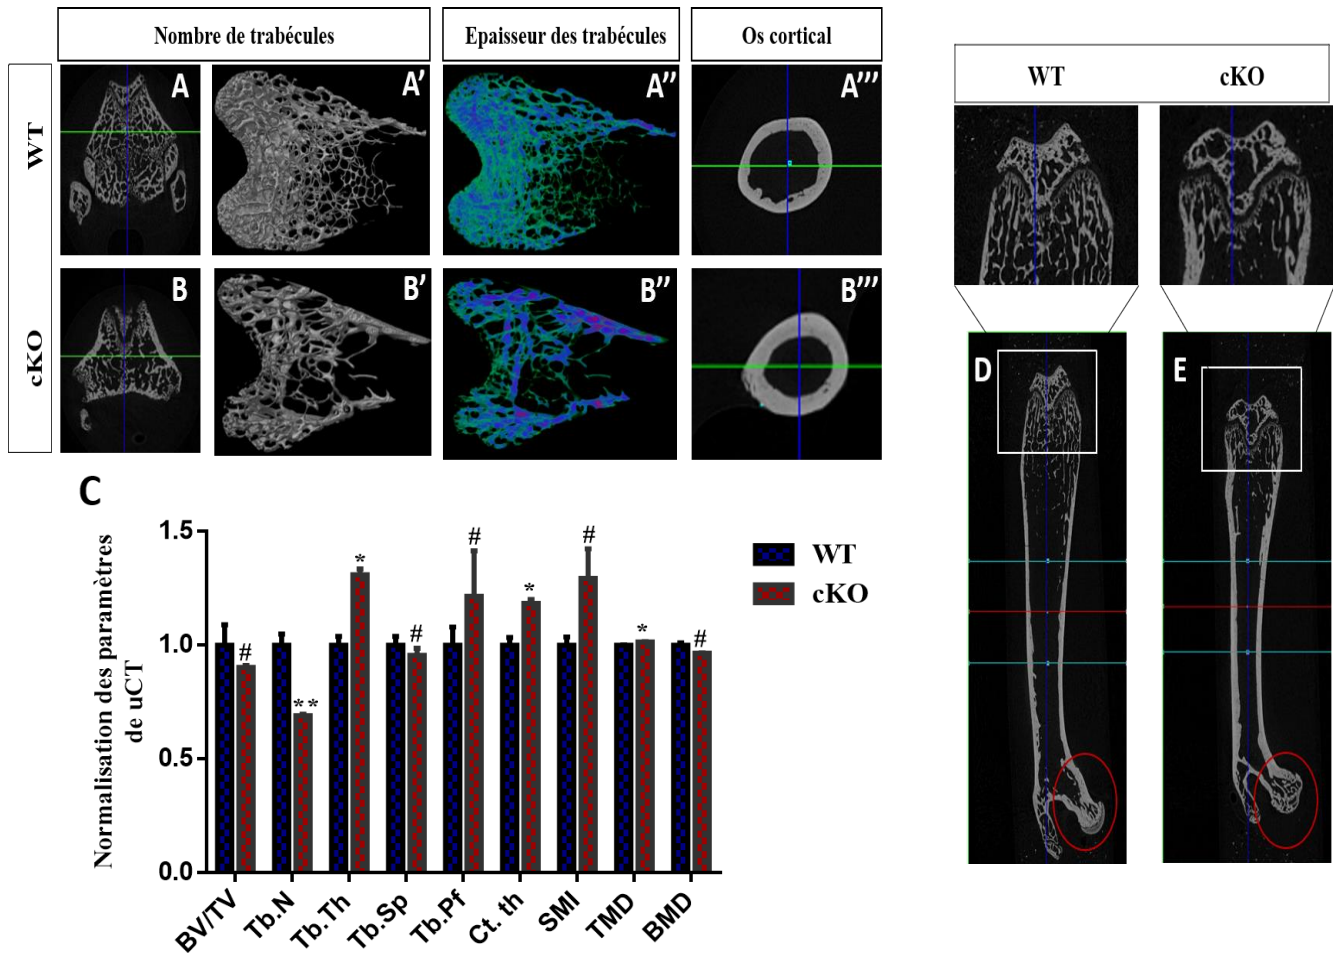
Microtomographie à rayons X (μ CT) des os longs des souris *Col2a1-CreERTM;XylTI^{flox/flox}* et sauvages âgées 8 semaines. A-A''', B-B'''- Analyse μ CT des fémurs révèle des défauts de l'os trabéculaire de la diaphyse et de l'os cortical chez les souris mutées. Nombre de trabécules (A, A'', B, B''). Os cortical chez les souris cKO (B''') et les souris WT (A'''). C- Paramètres osseux : les valeurs sont normalisées de sorte que les mesures chez le contrôle sont définies comme étant égale à 1. D, E- Epiphyse fémorale (E, carré blanche). Tête fémorale (cercle rouge).
